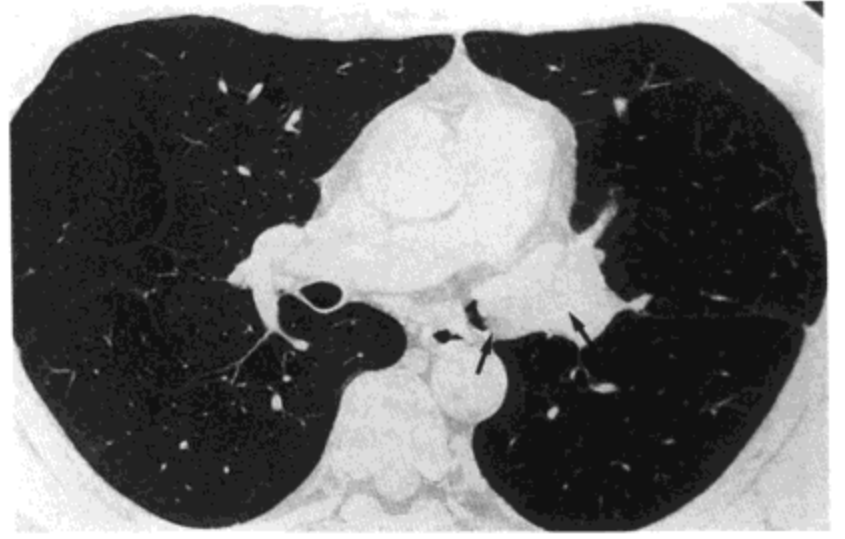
腺样囊腺癌。CT影像(1mm层厚)示左主支气管远侧腔内肿块(箭号)。
